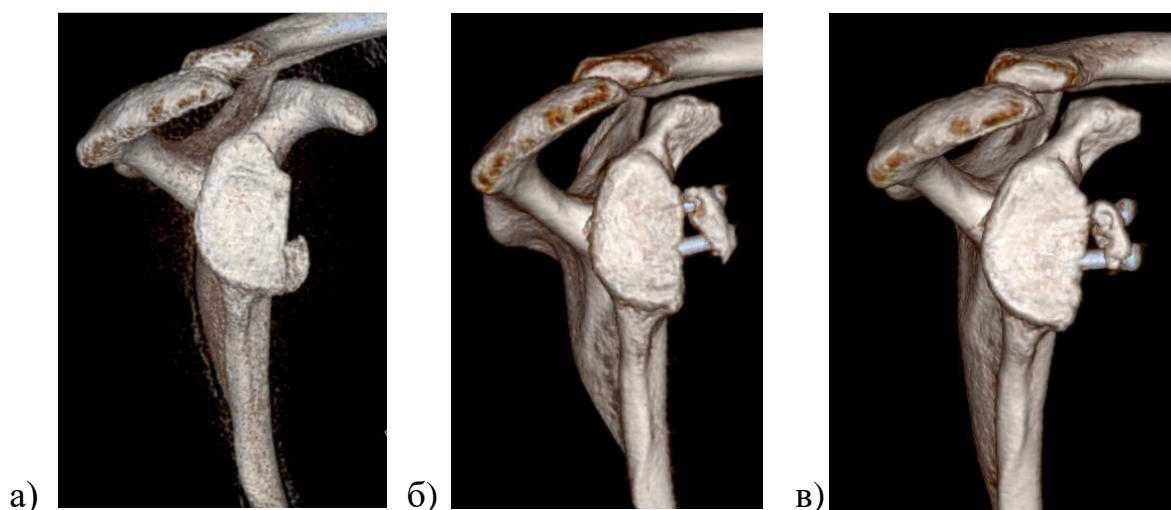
КТ-картина плечевого сустава пациента Н., 22 лет в динамике: а – визуализация дефекта передней части шейки лопатки и ее суставной поверхности (III тип по классификации Scheibel M., 2011); б и в – КТ-картина через 3 и 12 месяцев после оперативного лечения.
